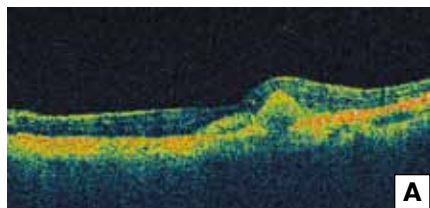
Оптическая когерентная томография больного М. А — до лечения: острота зрения 0,2 не корр., утолщение сетчатки, отслоение нейрорепиэлия; Б — через 1 мес после начала лечения: острота зрения 0,3 не корр., положительная динамика — уменьшение толщины сетчатки, прилегание нейрорепиэлия; В — через 3 мес после начала лечения: острота зрения 0,5 не корр., положительная динамика — уменьшение толщины сетчатки, полное прилегание нейрорепиэлия.
